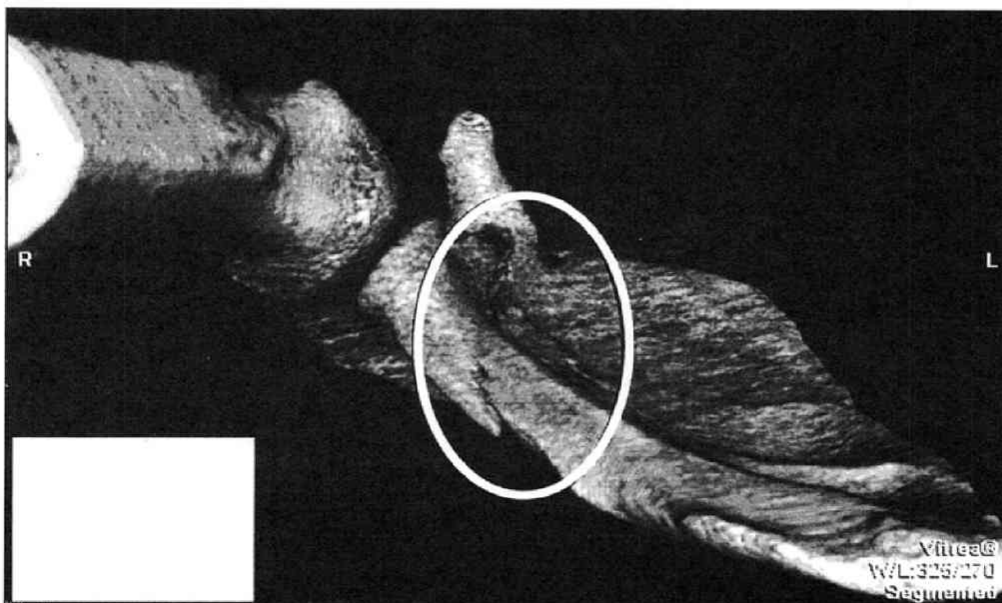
CT scan image (inferior view)
